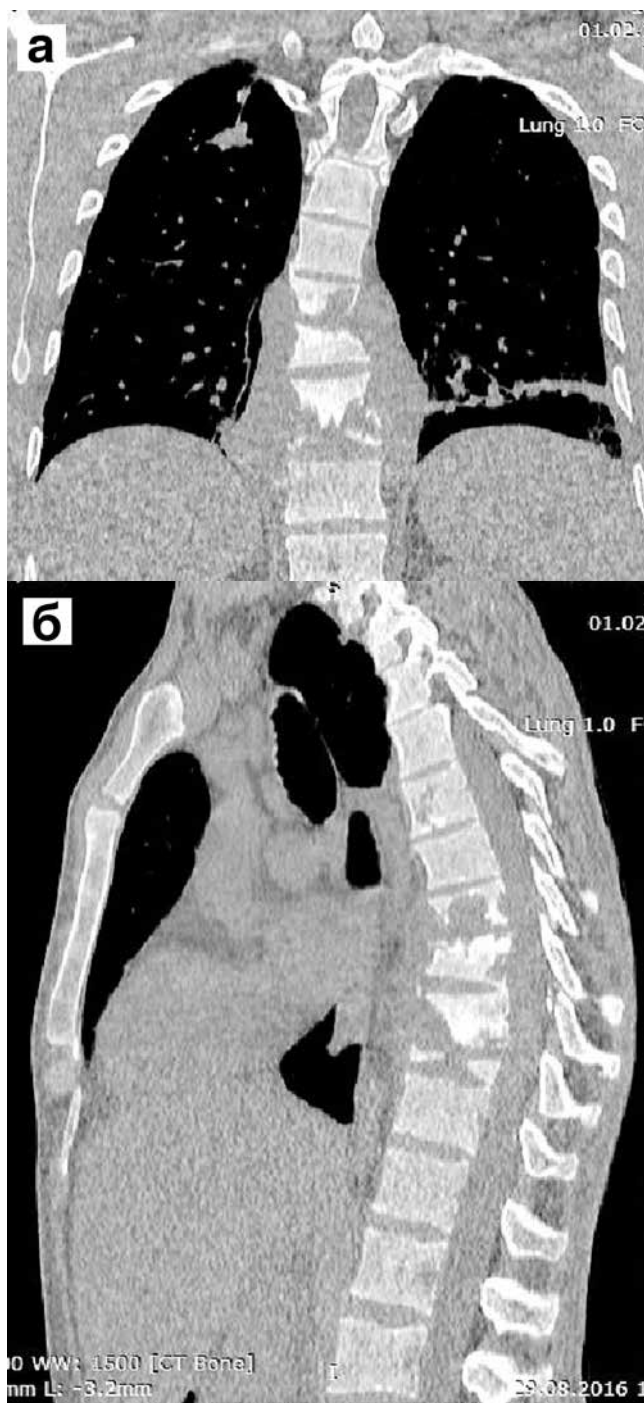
Рентгенологическое обследование больного Б. (36 лет). Туберкулез позвоночника с формированием паравертебральных абсцессов (а, б). Состояние после операции, установлена металлоконструкция (в)
